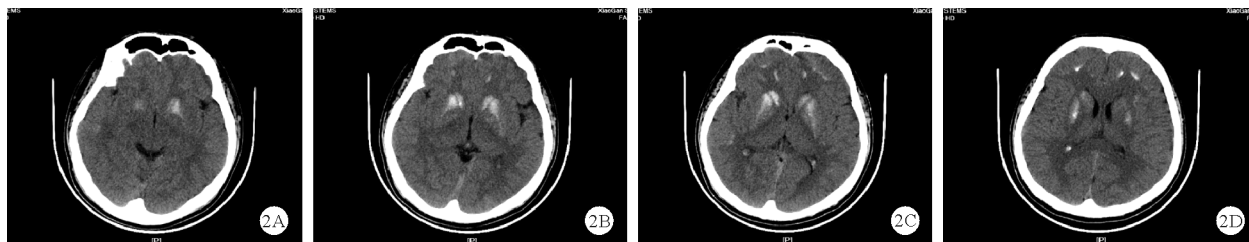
2018 年 8 月 13 日患者颅脑 CT 平扫结果(A:皮层下白质钙化;B~C:双侧基底节区钙化;D:丘脑及中脑上部钙化)
